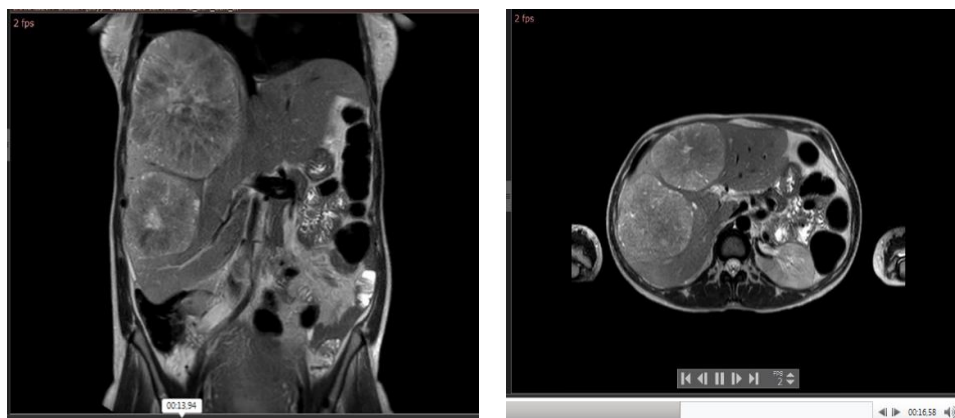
МРТ картина метастазов в печени.
